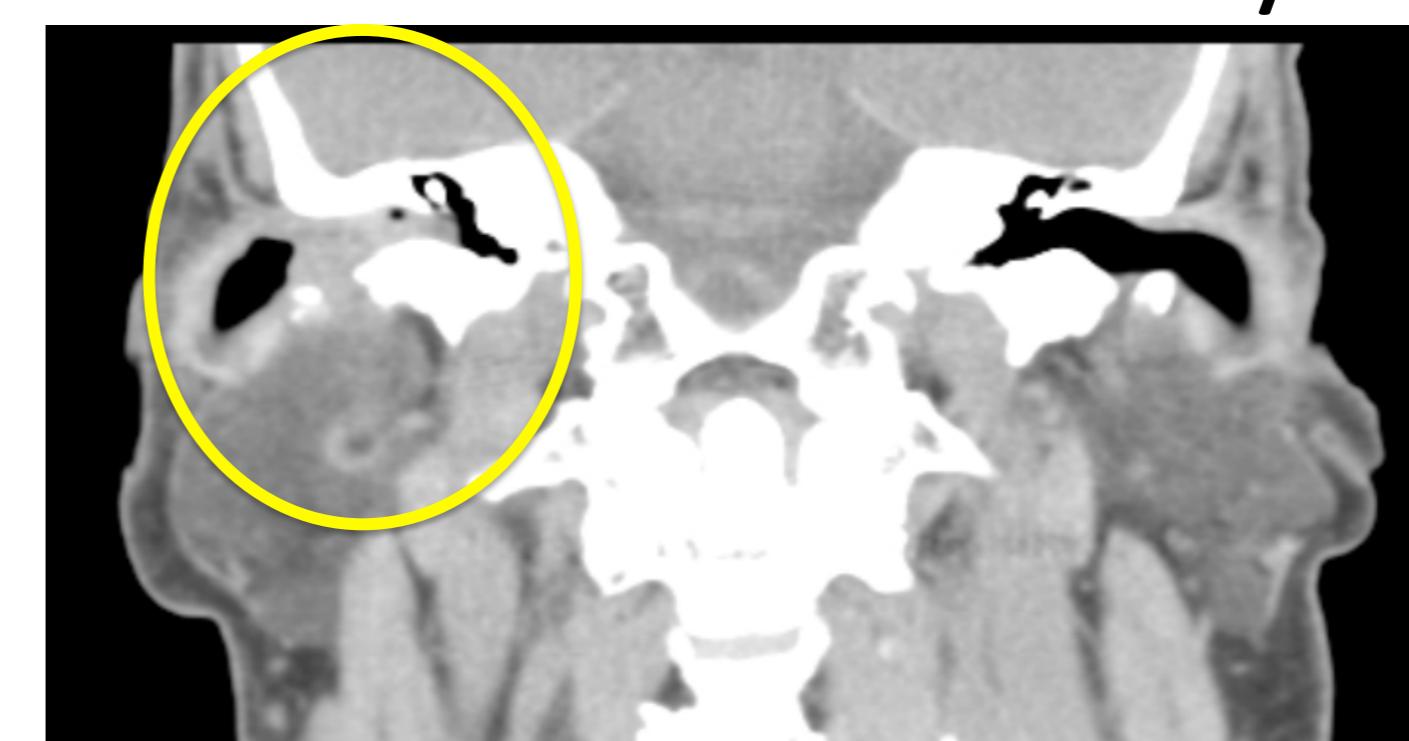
TC contraste- CAE do ouvido direito destacado ocupado por material de densidade de tecidos moles heterogêneo.
